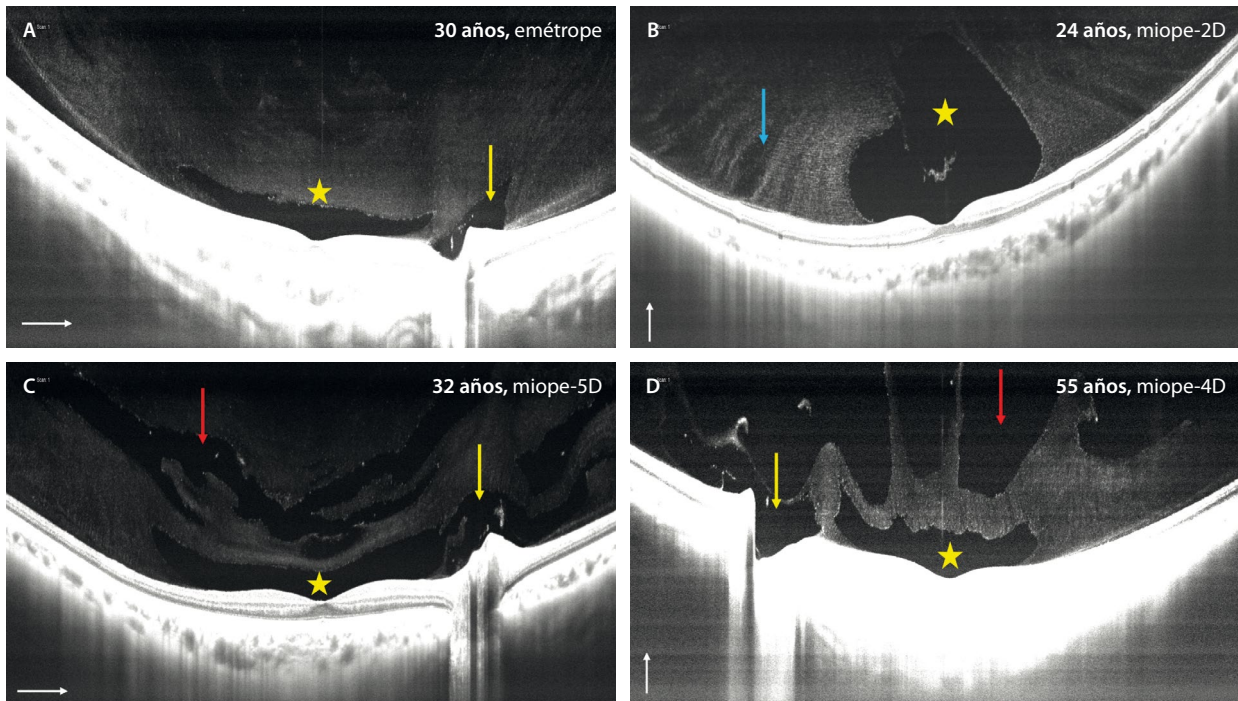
Comportamiento del vítreo en función del grado de miopía y la edad. Para obtener la imagen del vítreo es mejor utilizar una lente de 55° que obtenga un B-scan en la tomografía de coherencia óptica de 16 mm (o más) e hipermetropizar al paciente. A) Paciente joven y emétrope. Se aprecia un vítreo con una *bursa premacularis* (estrella amarilla) independiente del espacio de Martegiani prepapilar (flecha amarilla). B) Joven con miopía leve. En el corte vertical de la tomografía de coherencia óptica se aprecia una *bursa premacularis* de mayor tamaño (estrella amarilla) y una disposición fibrilar del vítreo. Se pueden apreciar algunas fisuras (espacios hiporreflectivos de orientación vertical, flecha azul). C) Paciente joven, pero con miopía moderada. En la tomografía de coherencia óptica destaca una conexión entre la *bursa premacularis* (estrella amarilla) y el espacio de Martegiani (flecha amarilla), además de múltiples espacios hiporreflectivos dispuestos en paralelo (flecha roja) que corresponden a cisternas, denotando una mayor licuefacción vítreas. D) Paciente de edad más avanzada y miopía moderada. En este caso, la tomografía de coherencia óptica destaca la gran cantidad de espacios hiporreflectivos en el vítreo (flecha roja) que corresponden a cisternas confluentes, incluso lagunas vítreas, correspondiendo a una gran licuefacción y degeneración vítreas.
